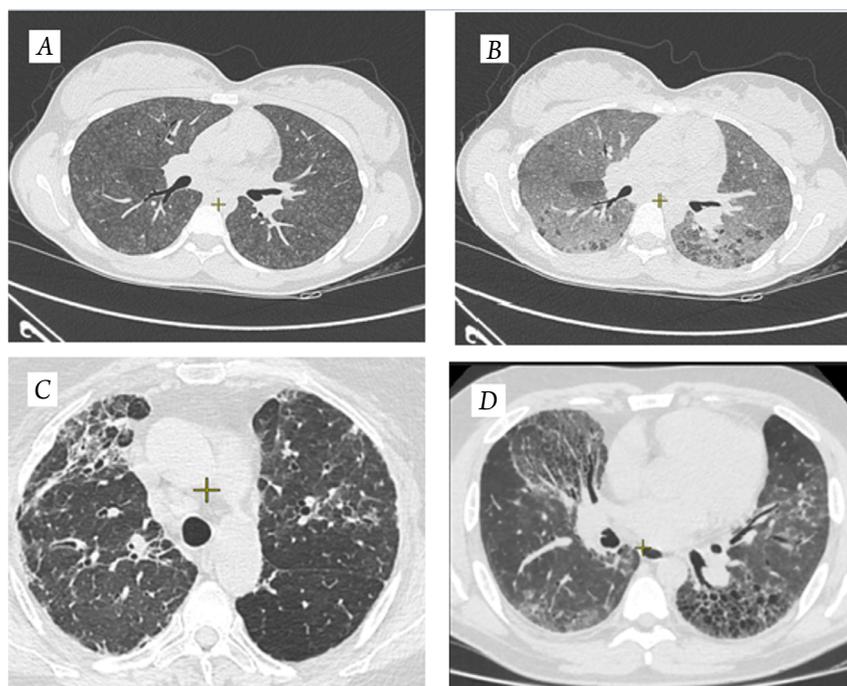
Компьютерная томография пациентов с ГП
